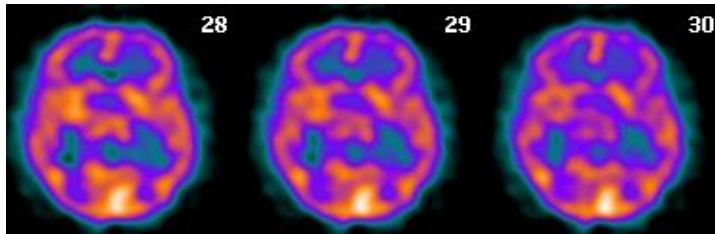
Exploración SPECT-PCR con afectación cortical occipital izquierda.
